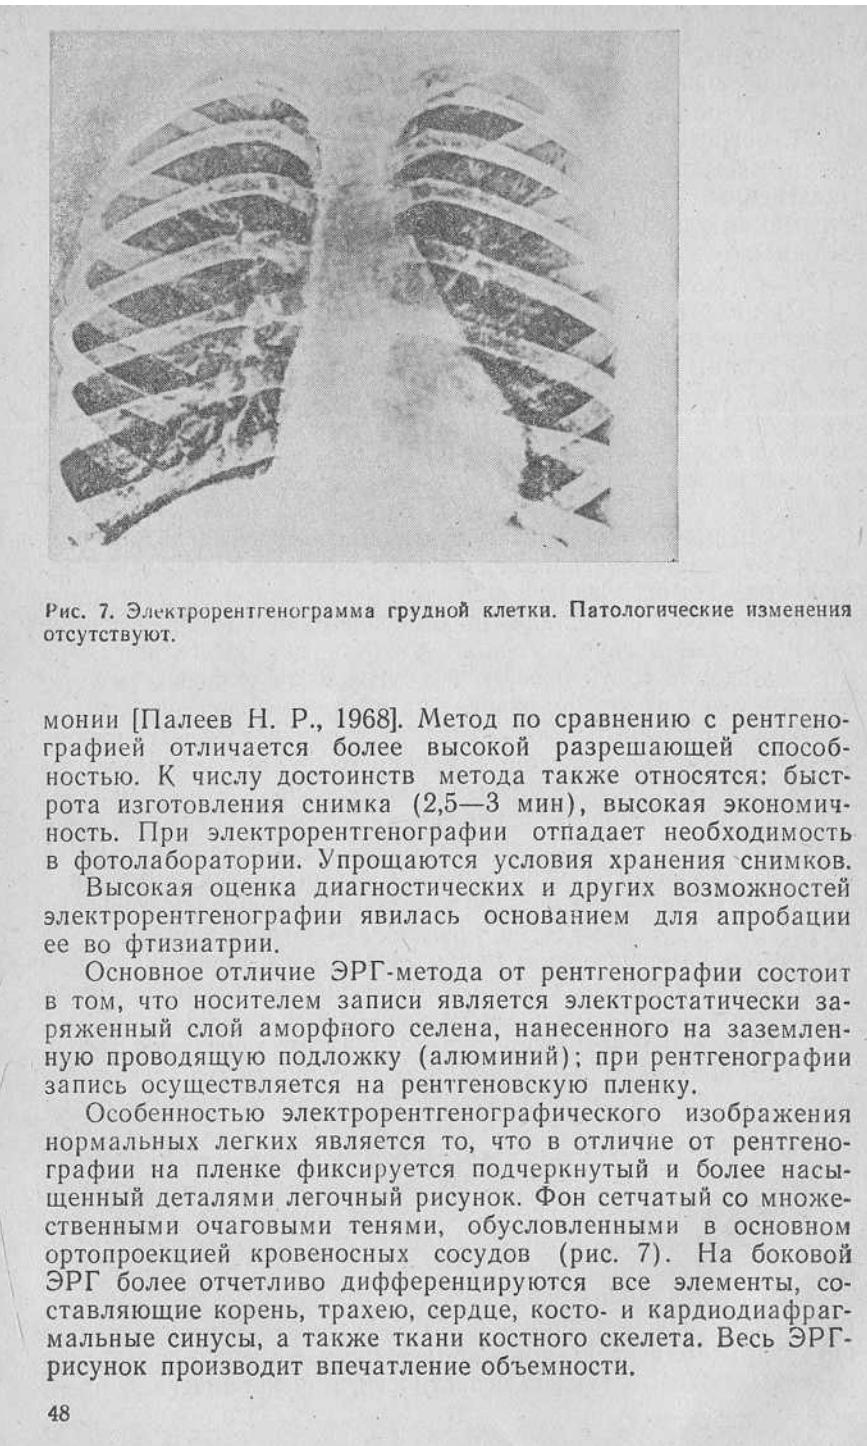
Электрорентгенограмма грудной клетки. Патологические изменения отсутствуют.
